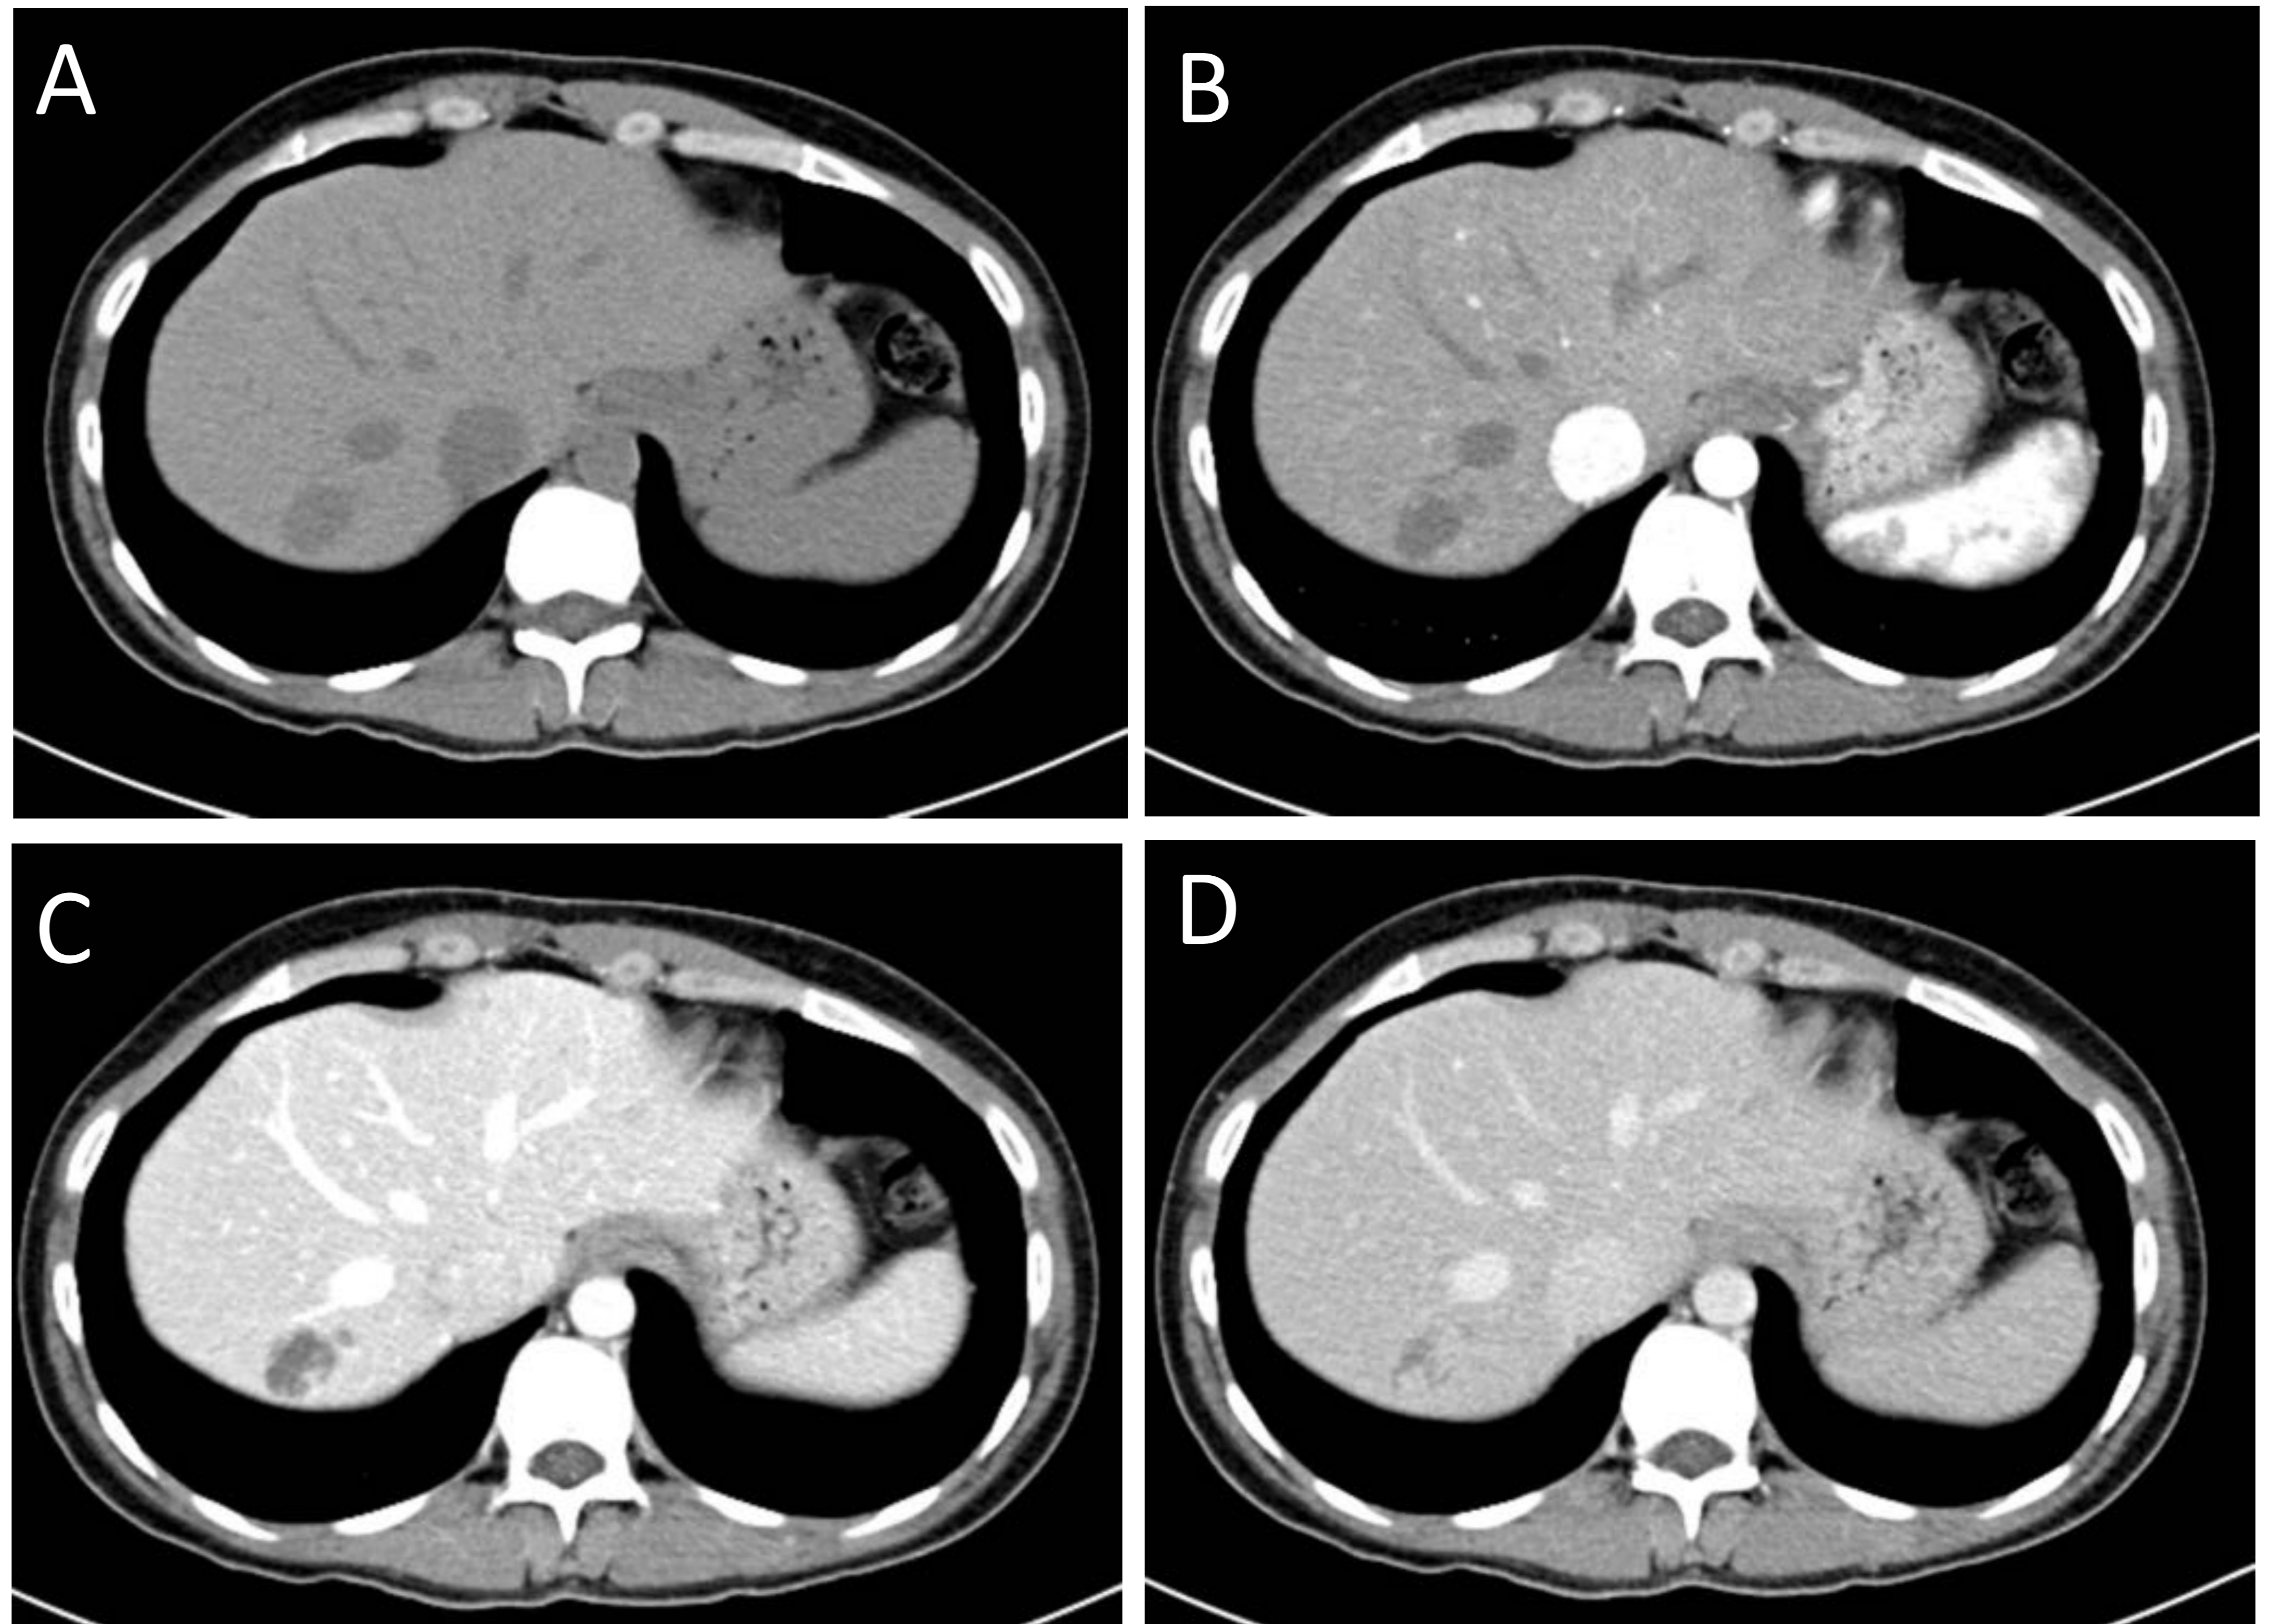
Hemangioma en TC: lesión hipodensa en TC sin contraste (imagen A), que tras su administración presenta realce centrípeto progresivo en las distintas fases –arterial (imagen B), portal (imagen C) y tardía (imagen D)–.
